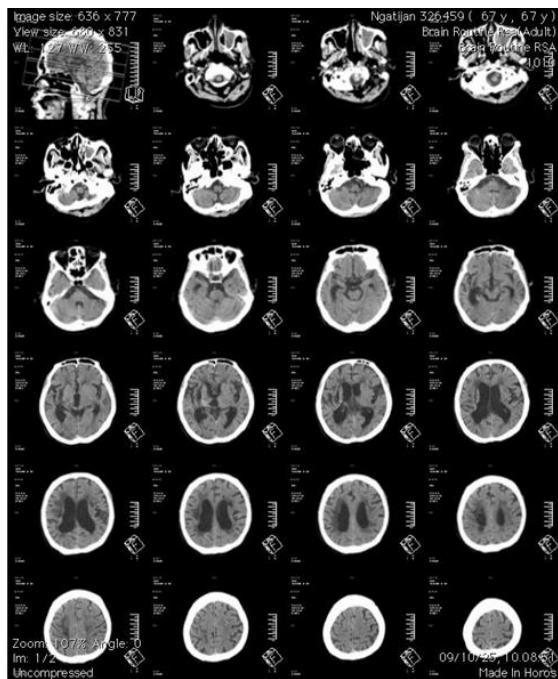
Foto computed tomography (CT) scan kepala non kontras potongan axial.
